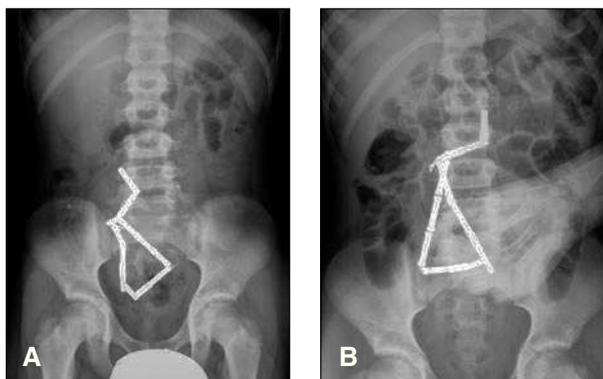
Radiografía al ingreso (A) y 48 h después (B).
